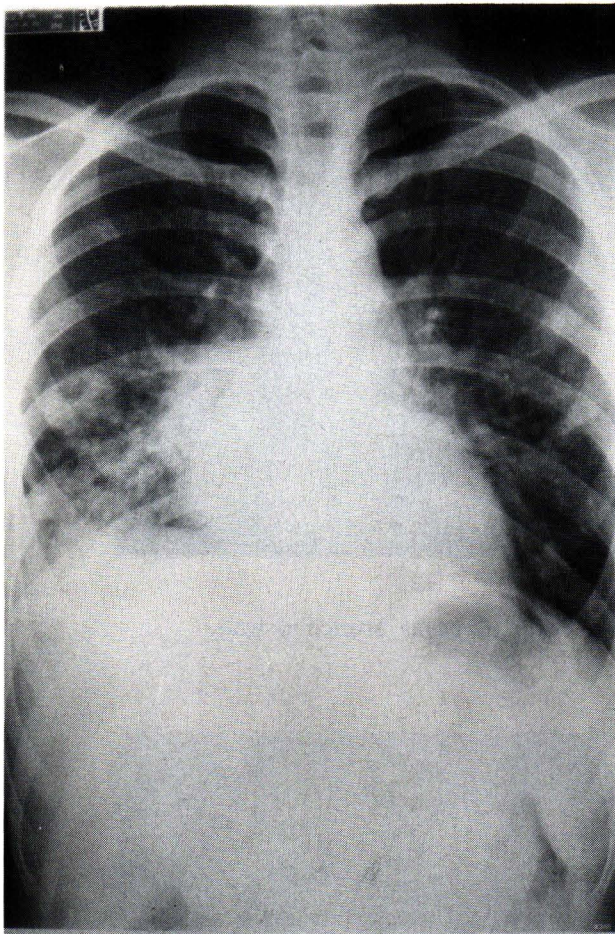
Chest roentgenogram shows patchy alveolar infiltration of right lower lobe.
